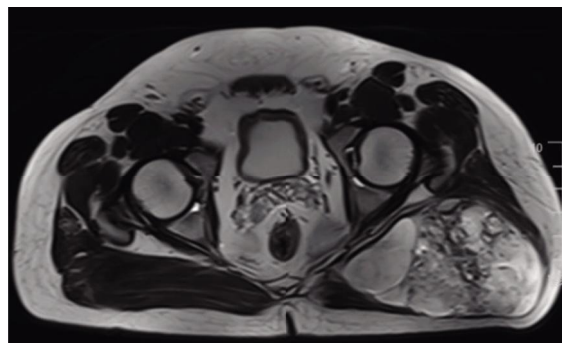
MRI 提示肿块不均匀强化,稍长 T1 长 T2 肿块,内部信号不均匀
